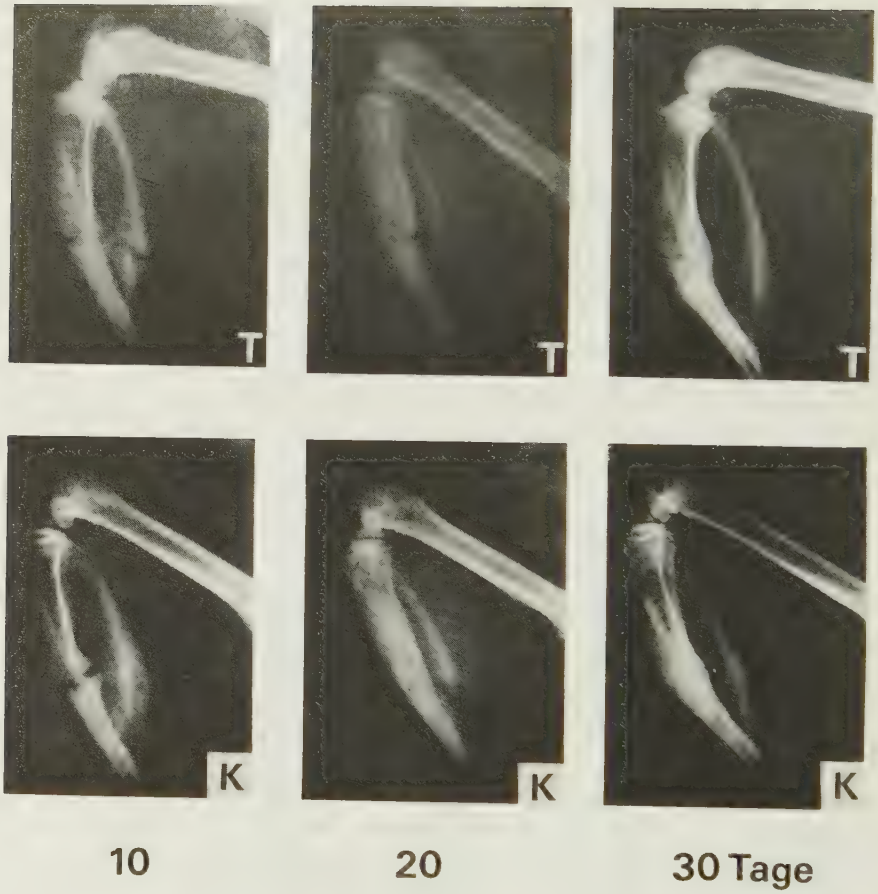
Röntgenologische Darstellung des Frakturheilungsverlaufs bei Therapie (T)- und Kontrolltieren (K)
